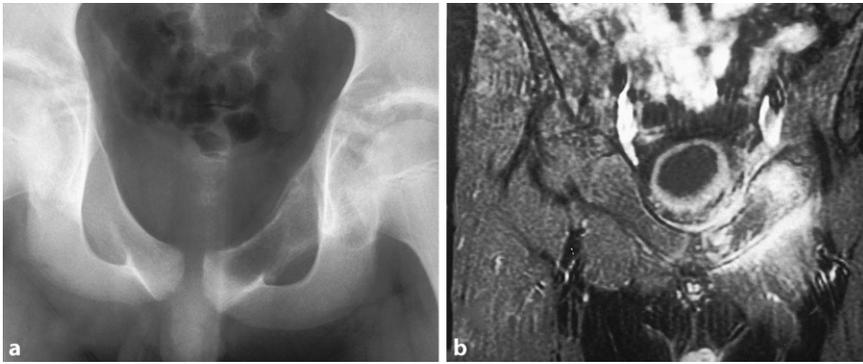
▲ 13 Jahre alter Junge mit einem vom Os pubis nach periazetabulär reichenden Ewing-Sarkom. Im Röntgenbild sieht man gut die Osteolyse im Os pubis superior links (a) und das MRI zeigt eine geringe Weichteilkomponente ohne Infiltration in den zentralen Acetabulumpfeiler (b). Nach neoadjuvanter Chemotherapie wurde eine weite Resektion mit anschließender Replantation des extrakorporal bestrahlten Beckens durchgeführt
